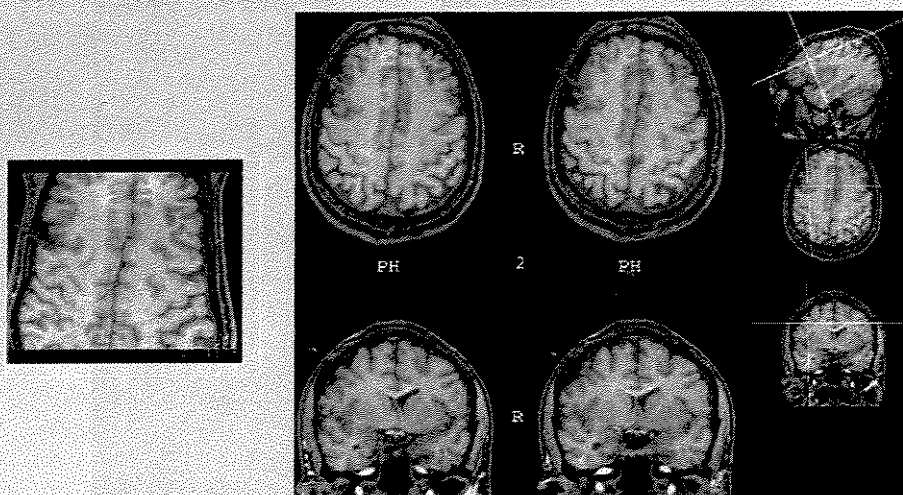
RM do paciente nº 40 - Reconstrução multiplanar de uma aquisição 3D gradiente *echo* mostrando uma área de displasia cortical focal em região frontal direita com provável polimicrogiria associada
